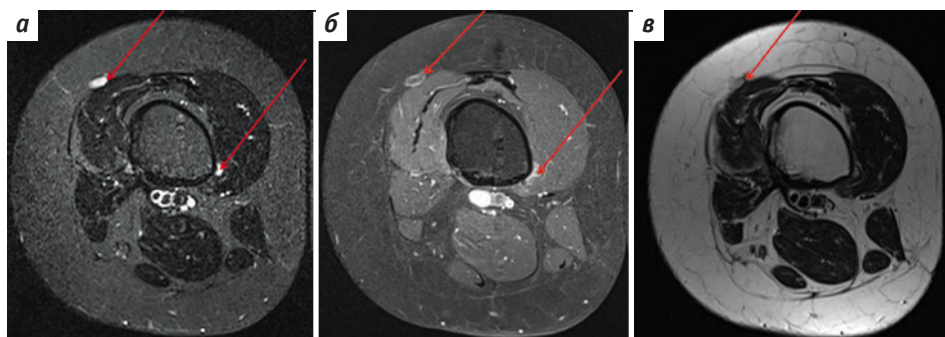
Магнитно-резонансная томография правого бедра, первый рецидив: а – T2 TIRM Ax; б – T1 FS Ax + внутривенное контрастное усиление препаратом гадолиний; в – T2 Ax. Визуализируются узел в подкожной жировой клетчатке по переднелатеральной поверхности бедра, кольцевидно накапливающий контрастный препарат, и параостально сходный узел по медиальной поверхности бедренной кости очень малых размеров
